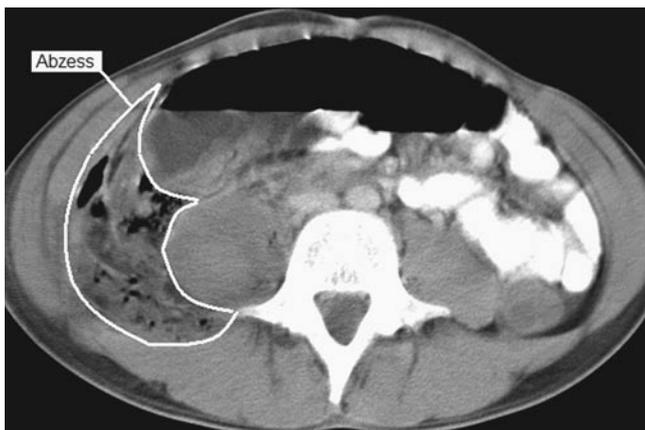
◀ Initiale Abdomen-CT mit Kontrastmittel. Extraperitonealer Abszess mit Gaseinschlüssen
